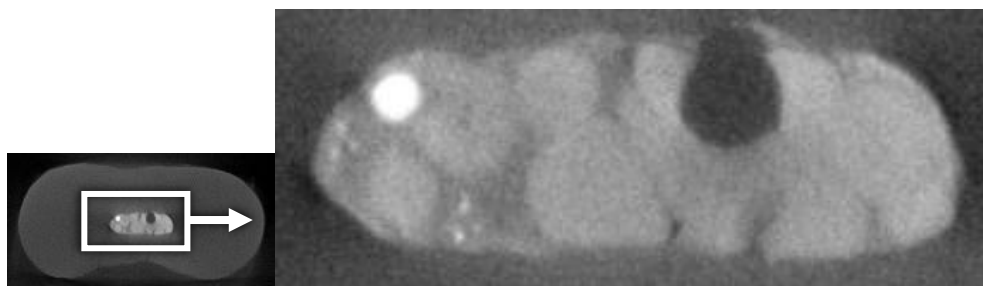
Фрагмент микроКЛК-томограммы средней части корня зуба в аксиальной плоскости. Канал содержит обломок сломанного металлического инструмента и гуттаперчевые штифты в сочетании с цинкоксидэвгенольным силером
